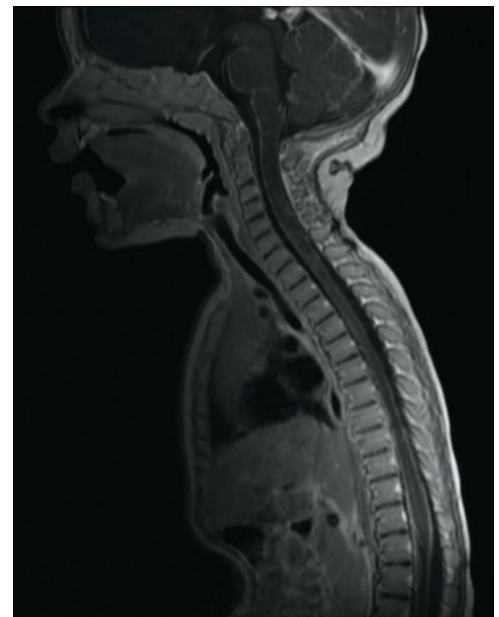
Sagittal contrast-enhanced T1-weighted shows intense leptomenigeal enhancement involving the spine and the posterior fossa structures
